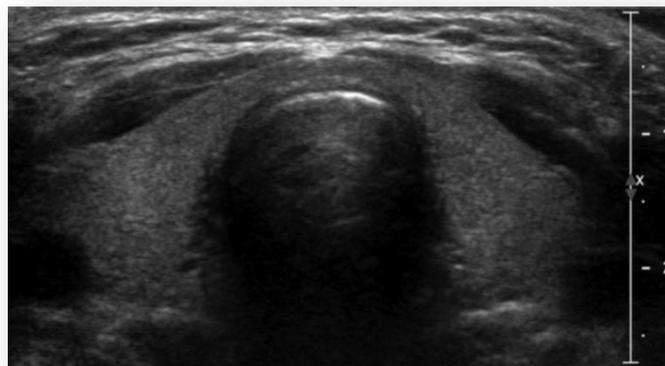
Ultrasonido en escala de grises de la glándula tiroides en sentido transversal. Parénquima homogéneo. (8)
